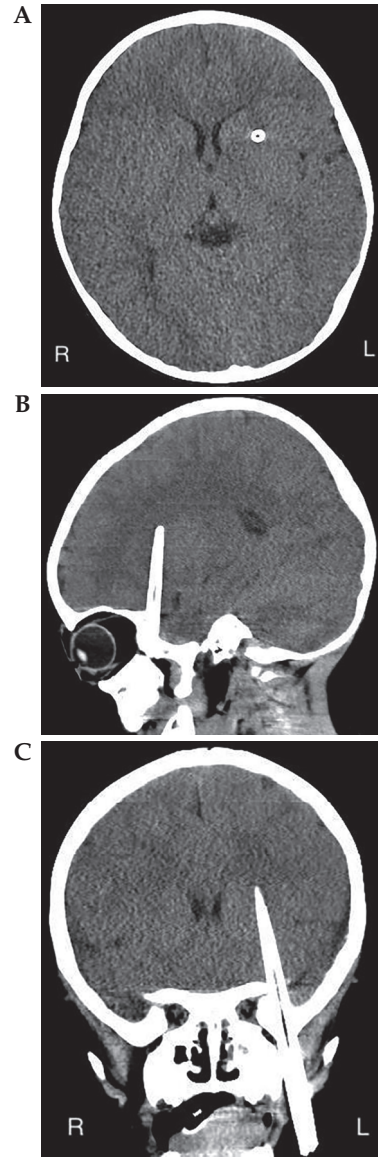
Preoperative head computed tomography (CT) scan.
